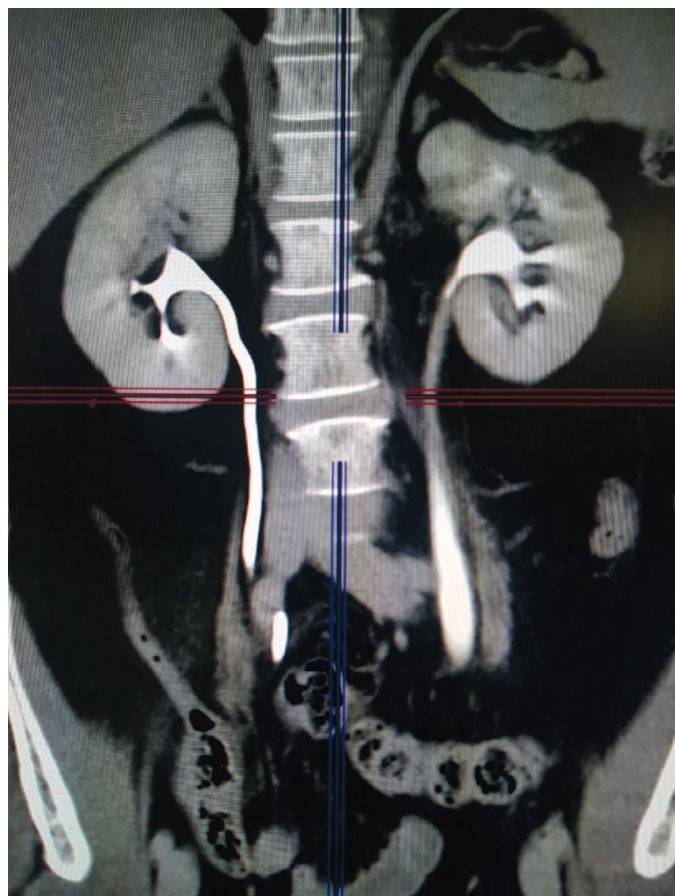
Мультиспиральная компьютерная томография органов мочевыделительной системы с в/в контрастированием через 4 месяца
